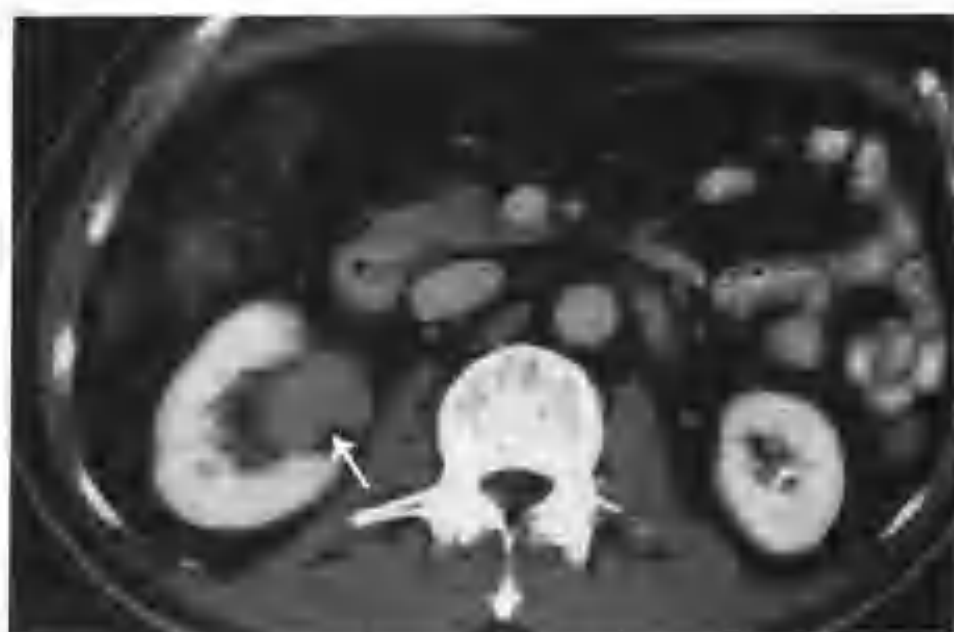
与图4-2-123为同一病例,肾实质期结节仍持续强化,CT值84HU(箭头)
